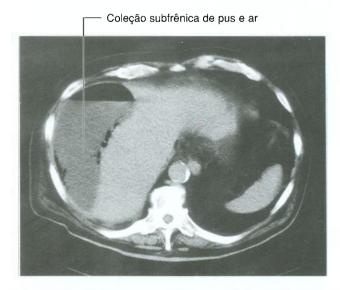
Coleção subfrênica de pus e ar. Tomografia computadorizada no plano axial.
